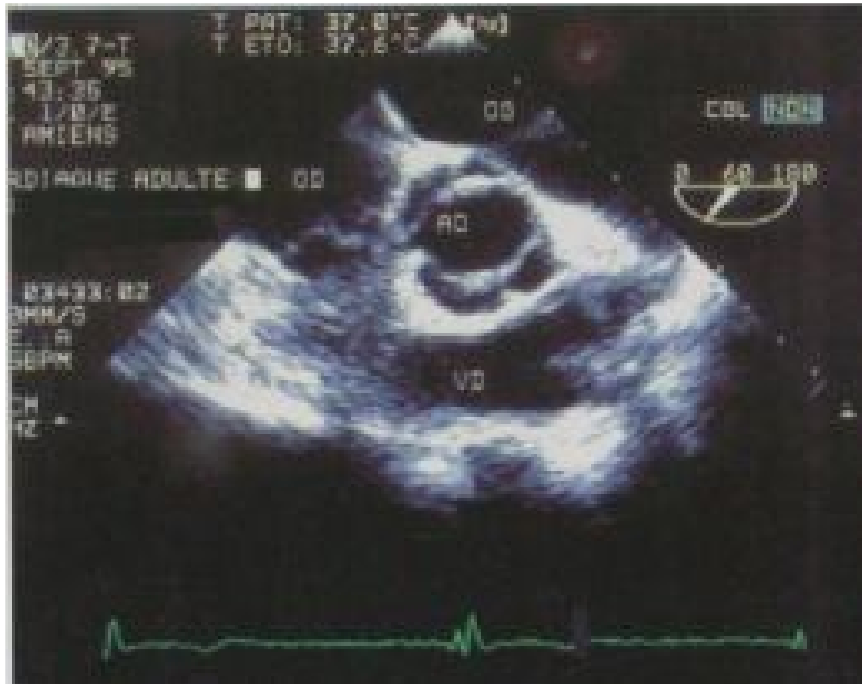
Coupe parasternale petit axe, objectivant une BA à l'ETO
